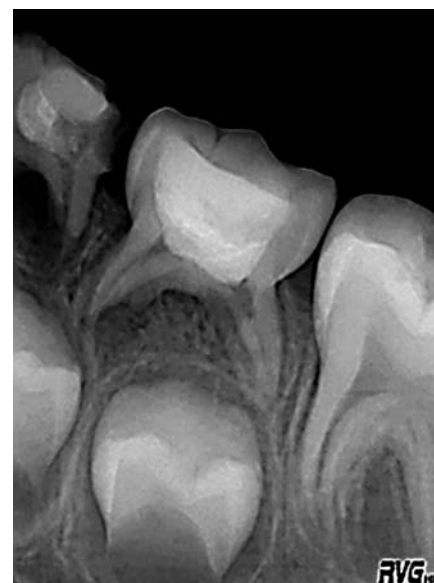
Рентгенограмма зубов 7.4 и 7.5 спустя год после лечения хронического фиброзного пульпита
